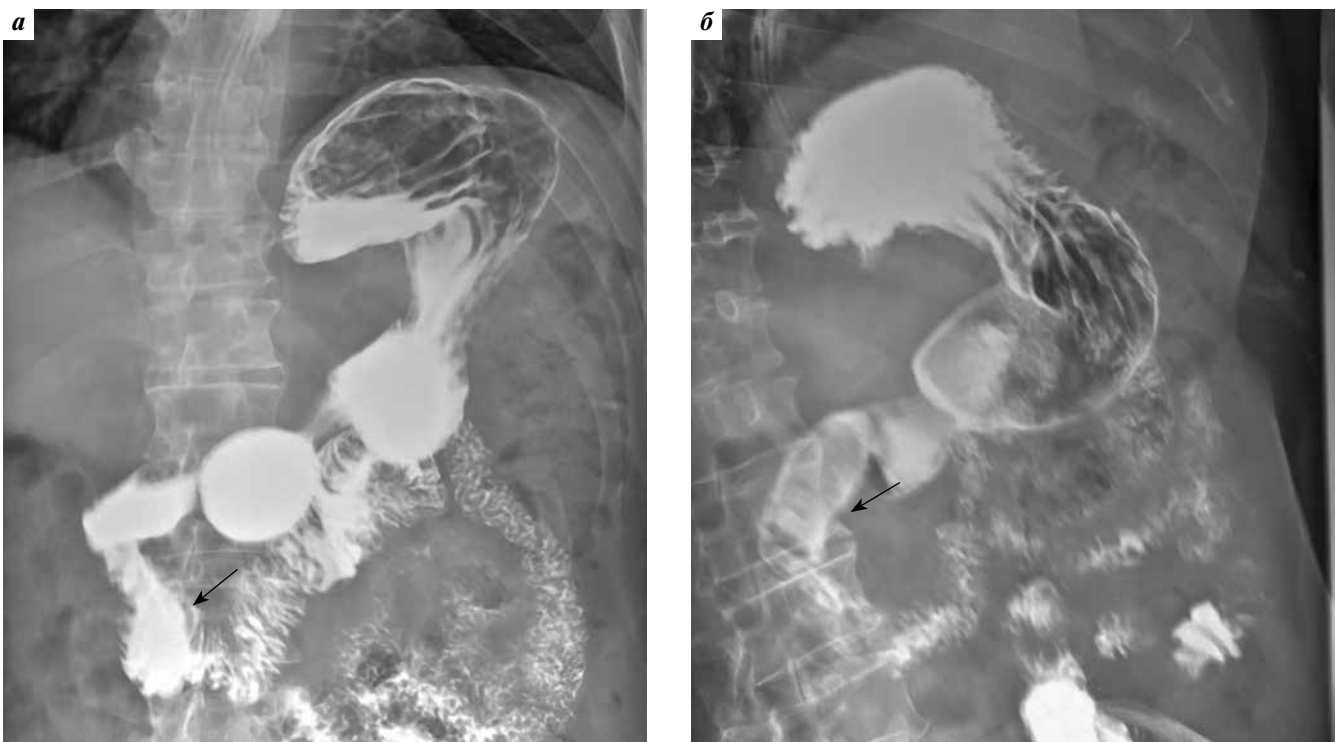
Рентгеноскопия желудка. При тугом наполнении (а) и двойном контрастировании (б) визуализируется нормальная ширина просвета нисходящего отдела двенадцатиперстной кишки на всем протяжении (стрелка)
